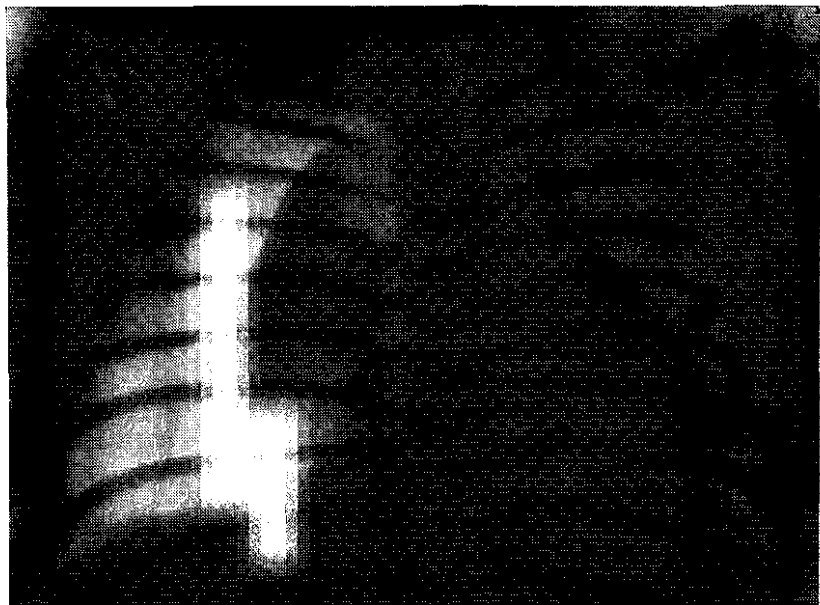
Рентгенограмма новорожденного с напряженным пневмотораксом. Правое легкое коллабировано, сердце смещено влево, правый купол диафрагмы уплощен.
